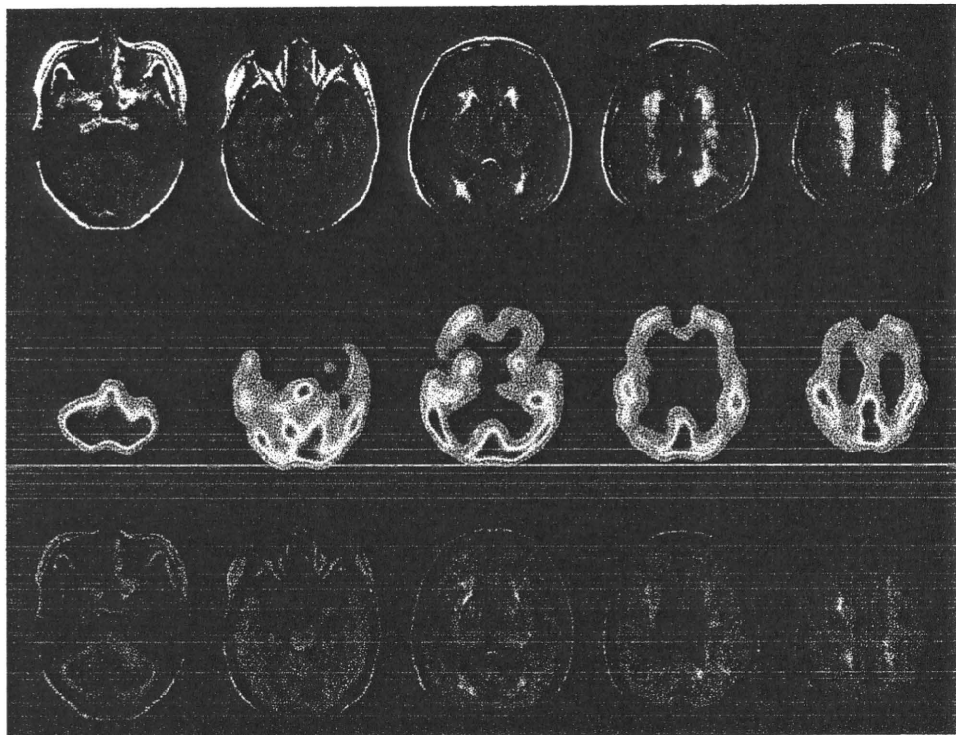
症例 2 の画像所見 (FLAIR, IMP-SPECT, 両者の合成)
